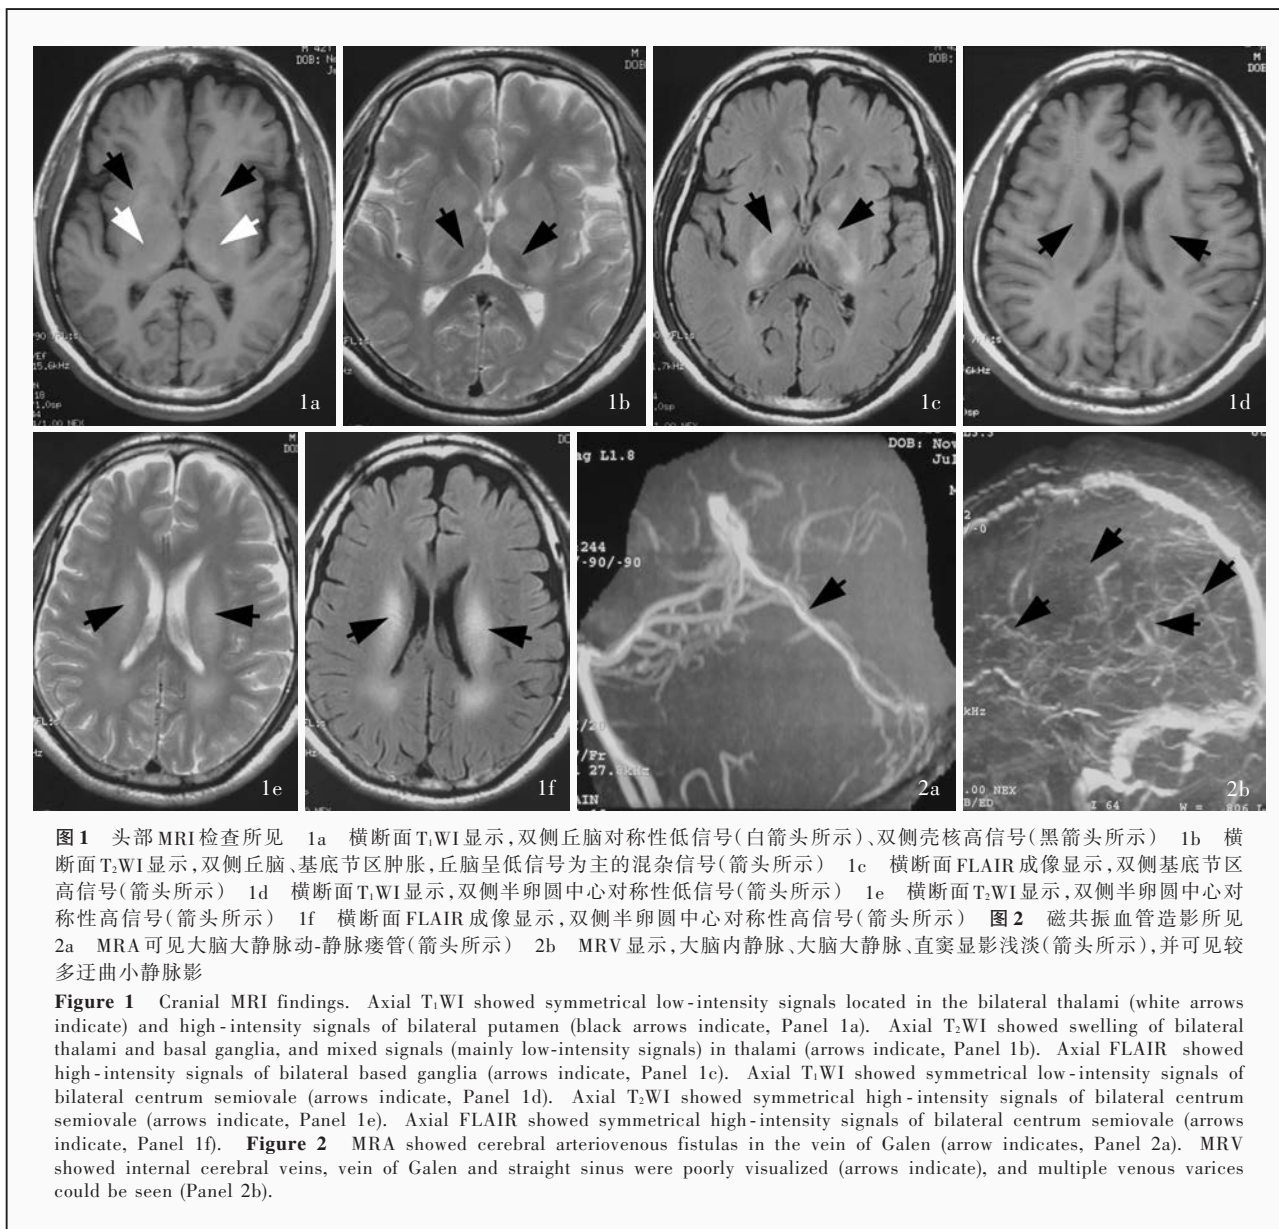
头部MRI检查所见 1a 横断面T₁WI显示,双侧丘脑对称性低信号(白箭头所示)、双侧壳核高信号(黑箭头所示) 1b 横断面T₂WI显示,双侧丘脑、基底节区肿胀,丘脑呈低信号为主的混杂信号(箭头所示) 1c 横断面FLAIR成像显示,双侧基底节区高信号(箭头所示) 1d 横断面T₁WI显示,双侧半卵圆中心对称性低信号(箭头所示) 1e 横断面T₂WI显示,双侧半卵圆中心对称性高信号(箭头所示) 1f 横断面FLAIR成像显示,双侧半卵圆中心对称性高信号(箭头所示) 图2 磁共振血管造影所见 2a MRA可见大脑大静脉动-静脉瘘(箭头所示) 2b MRV显示,大脑内静脉、大脑大静脉、直窦显影浅淡(箭头所示),并可见较多迂曲小静脉影
